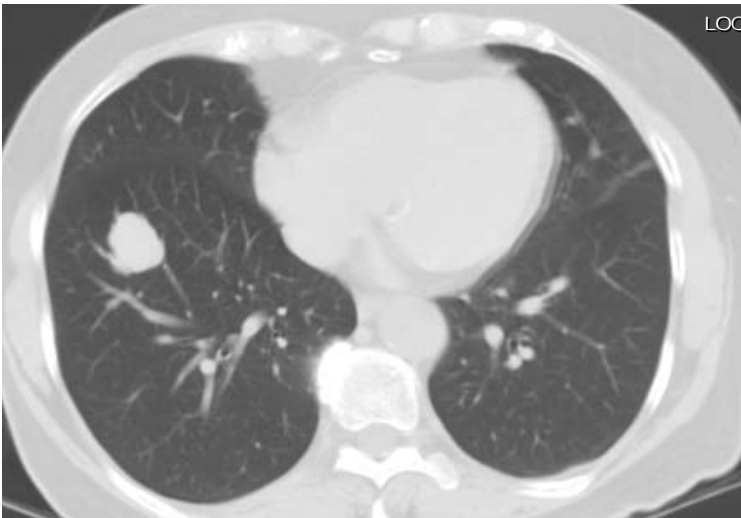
Correlación con la TC con ventana para pulmón muestra NPM, el mayor, en el pulmón derecho, lobulado de 25mm.
